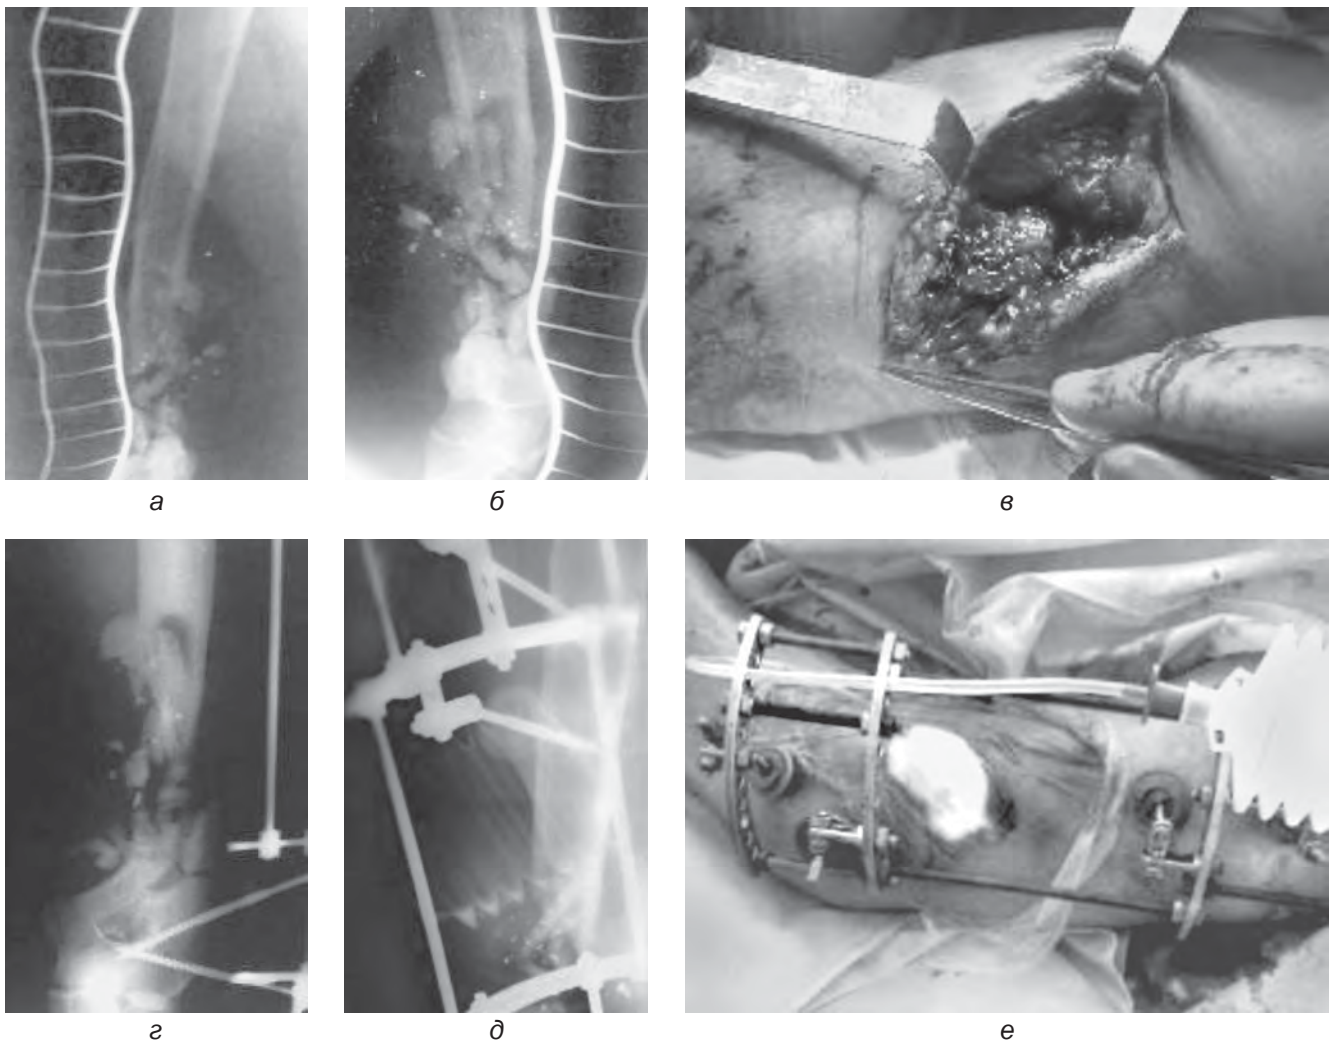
Зовнішній вигляд і рентгенограми при надходженні та після хірургічного втручання (а–е). «Імплозія» лівої плечової кістки (внутрішній вибух за Moor et al., 1989)
